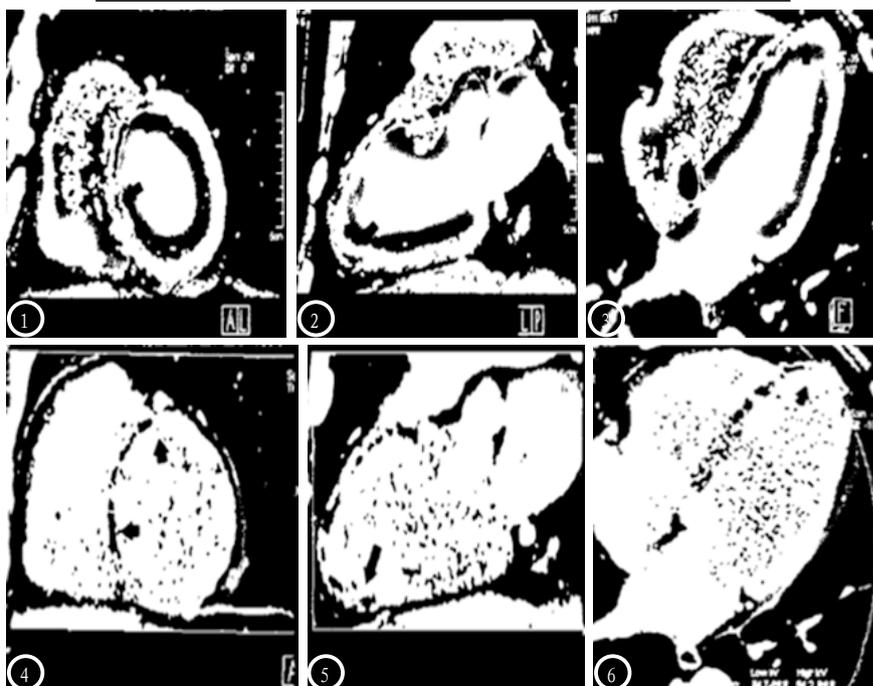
双源CT首过灌注图像,对陈旧性心肌梗死(下间壁)及心肌活性(前间壁、心尖部)情况的显示。图4-6 双源CT延迟期灌注图,对陈旧性心肌梗死(下间壁)及心肌活性(前间壁、心尖部)情况的显示,黑色箭头所示为存活心肌。
